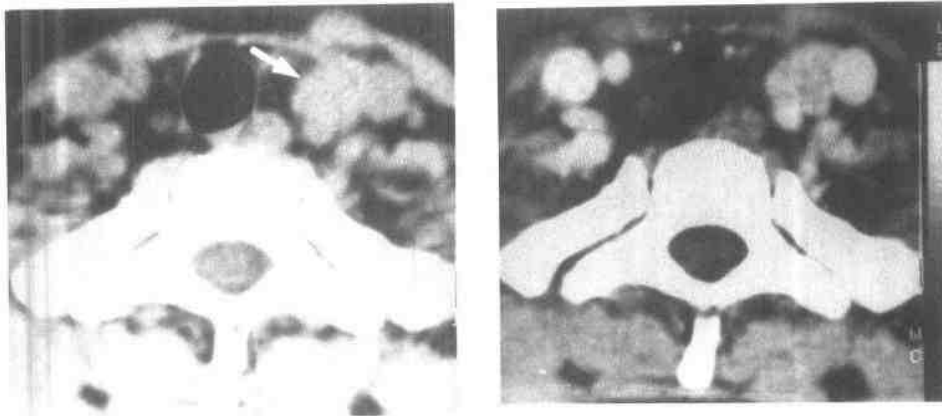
左颈血管鞘异位甲状旁腺腺瘤 (CT)
